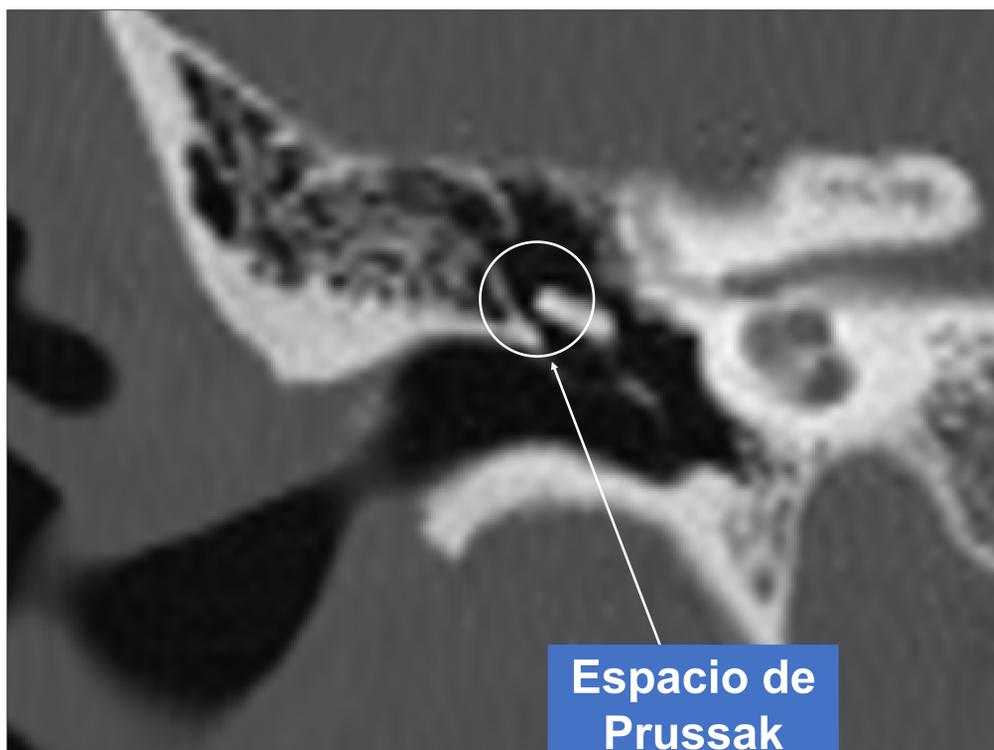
Imagen de TC en plano coronal del oído. Se señala el espacio de Prussak.
